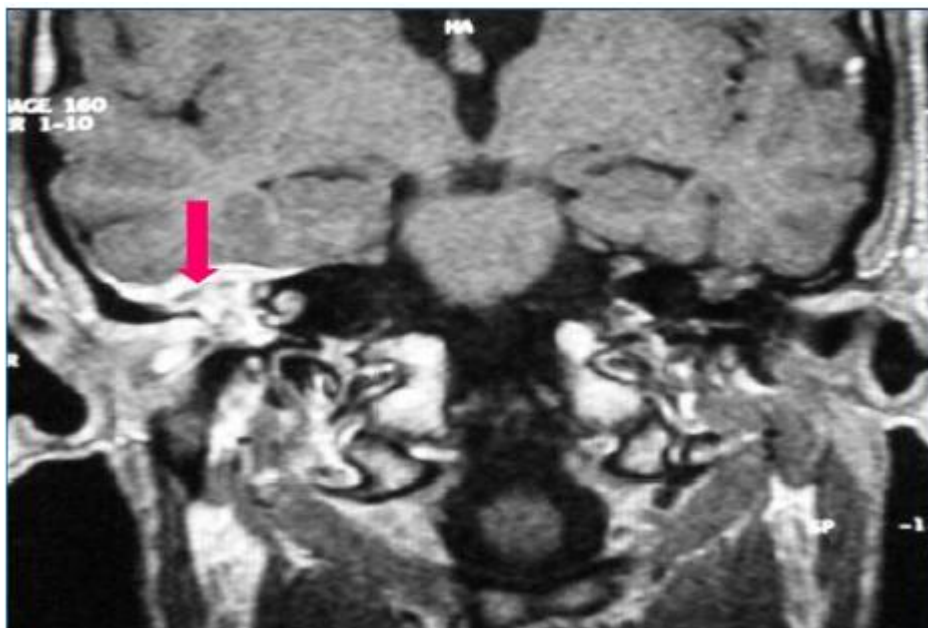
IRM coupe coronale T1 GADO : comblement de l'oreille moyenne avec lyse du tegmen tympani et prise de contraste méningée [19].
